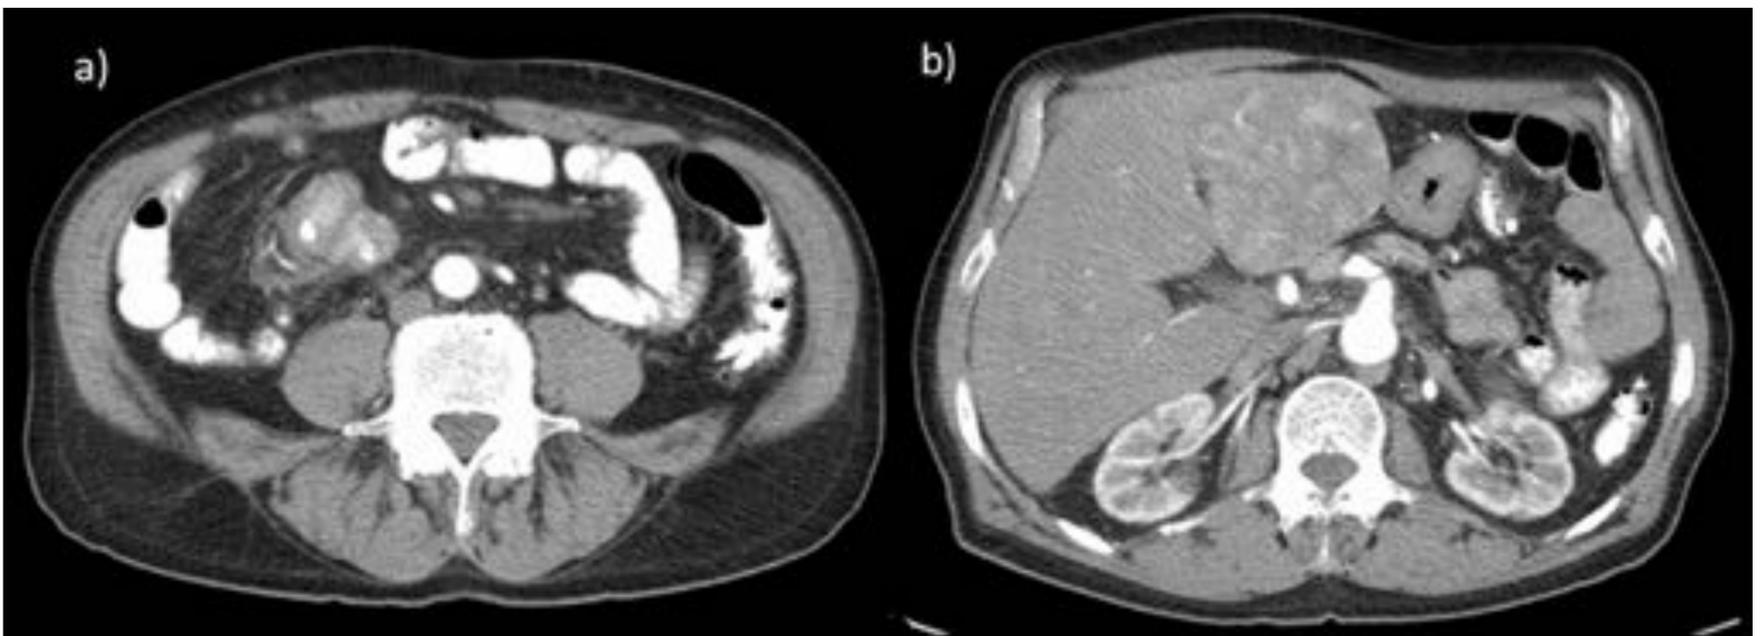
Tumor carcinoide de intestino delgado con metástasis hepáticas. Cortes axiales de TC abdomino-pélvico con contraste oral e intravenoso en fase arterial. a) En meso de asa yeyunal se aprecia una masa hipodensa de contornos espiculados, con calcificaciones e importante afectación mesentérica (reacción desmoplásica), que probablemente afecte por vecindad al colon ascendente. b) Hígado aumentado de tamaño, con una lesión en lóbulo hepático izquierdo, que lobula el borde inferior y posterior del segmento III y que realza en fase arterial, compatible con metástasis.
